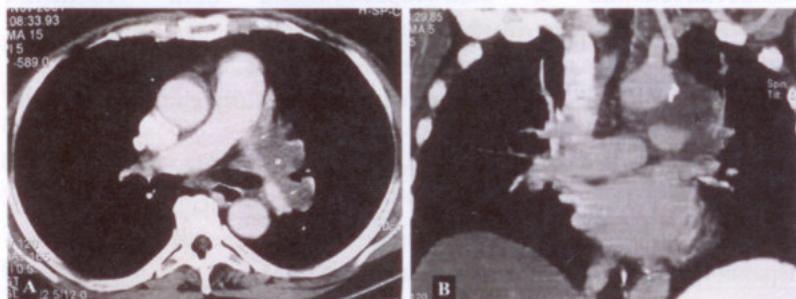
Центральный рак верхней доли левого легкого с распространением на левую легочную артерию до бифуркации легочного ствола и аортальное окно (мультиспиральная компьютерная томография с в/в контрастированием)
